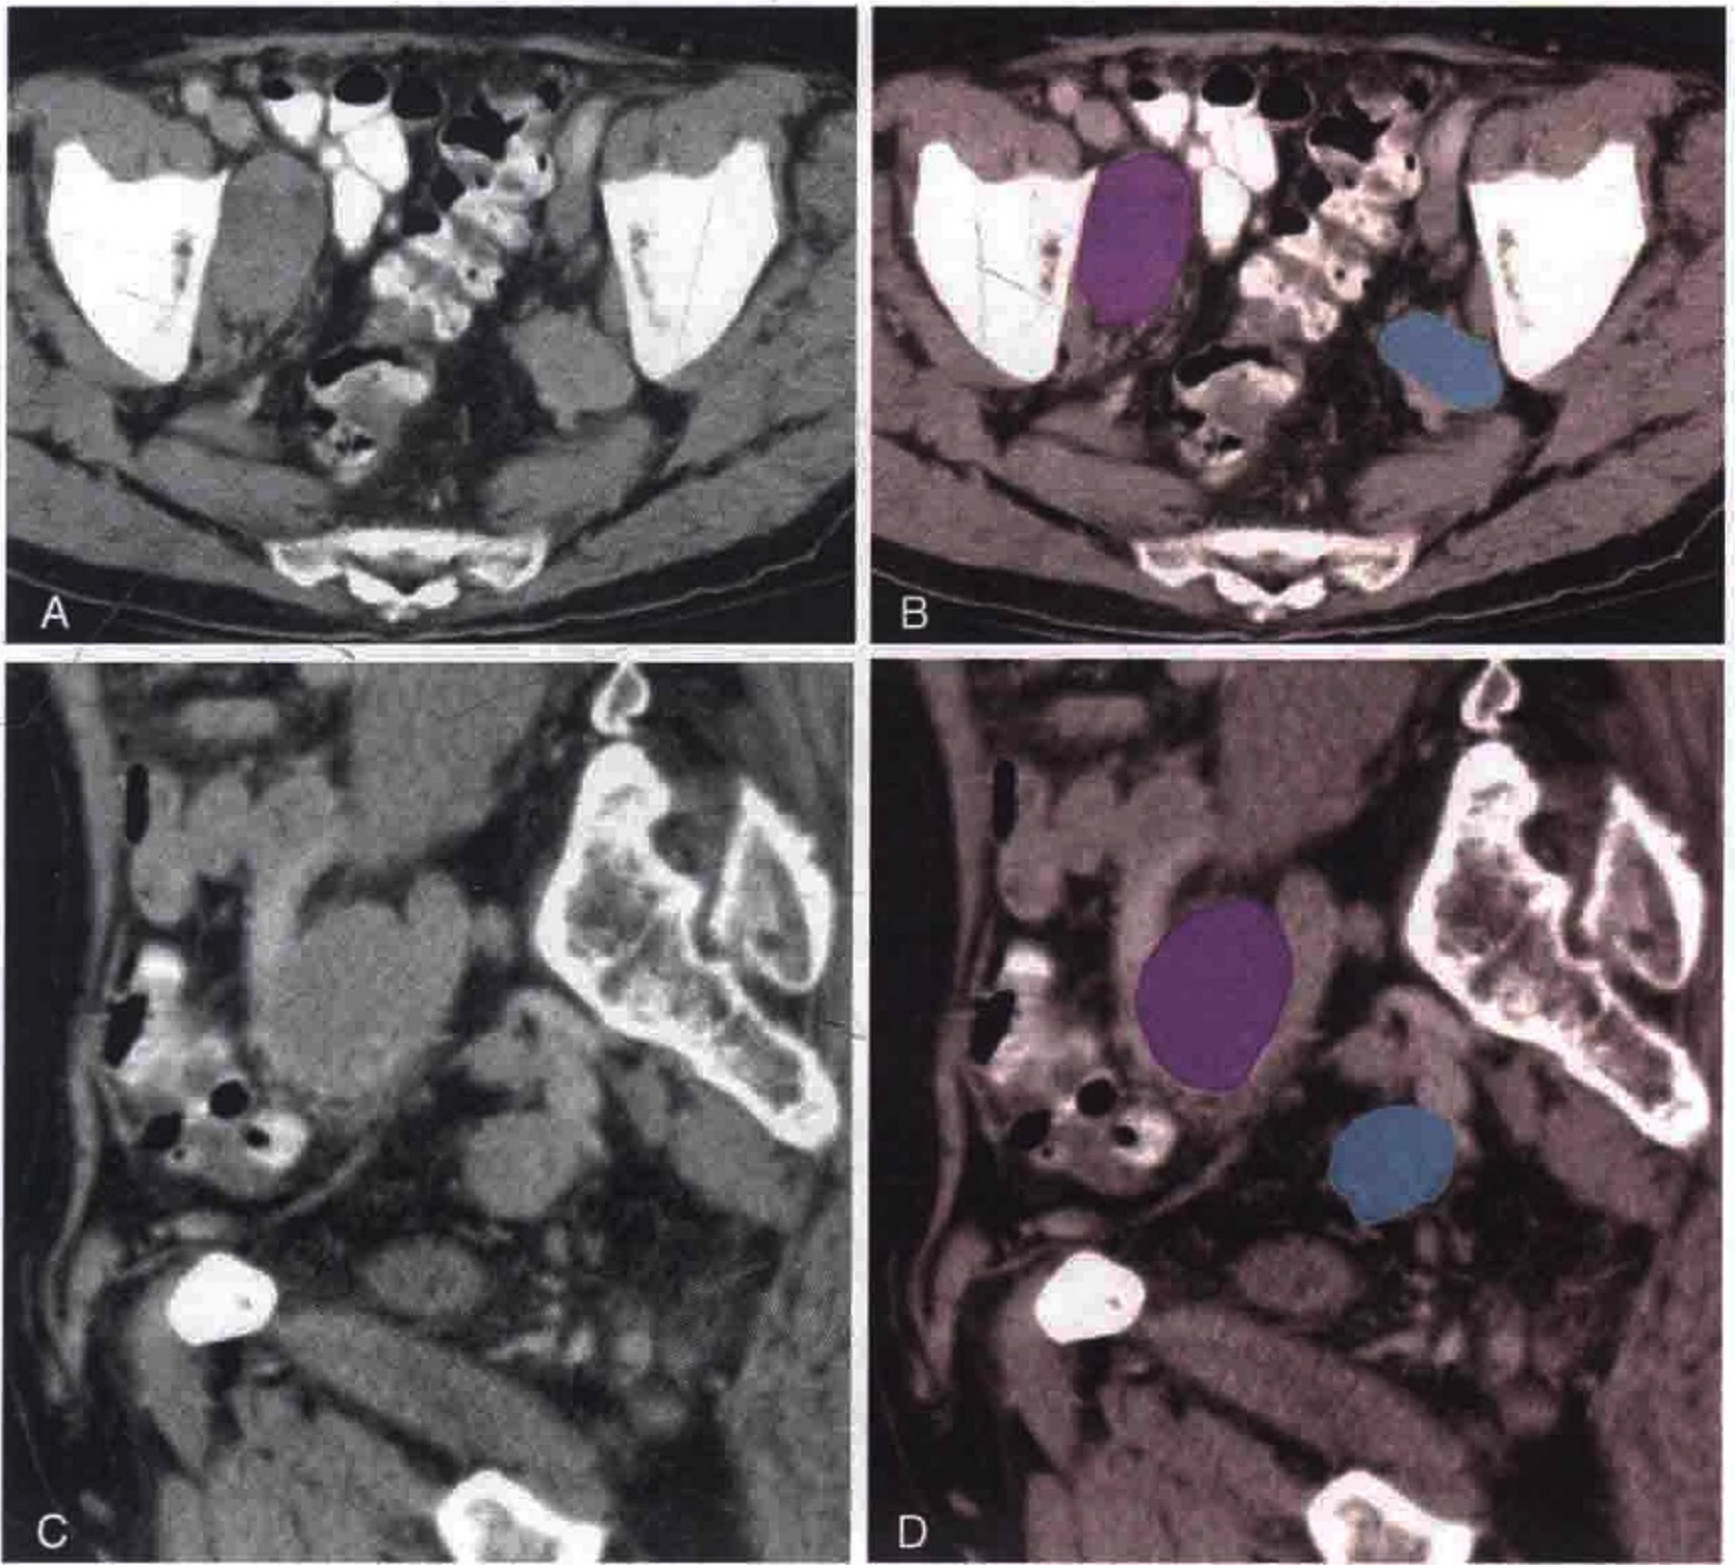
横轴位及冠状位 CT 重组图像示右侧闭孔淋巴结肿大（紫色）和左侧髂内淋巴结（蓝色）
